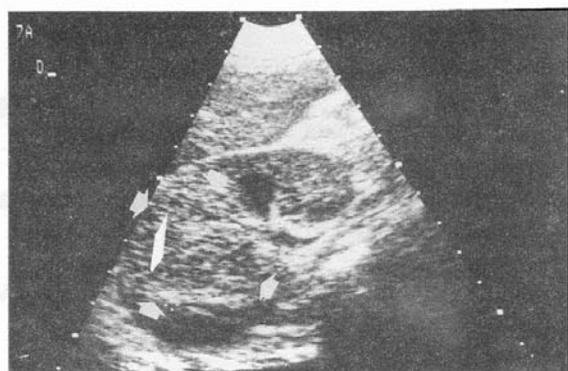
Ecografía renal que muestra una imagen nodular e hiperecogénica en el riñón derecho (flechas)
